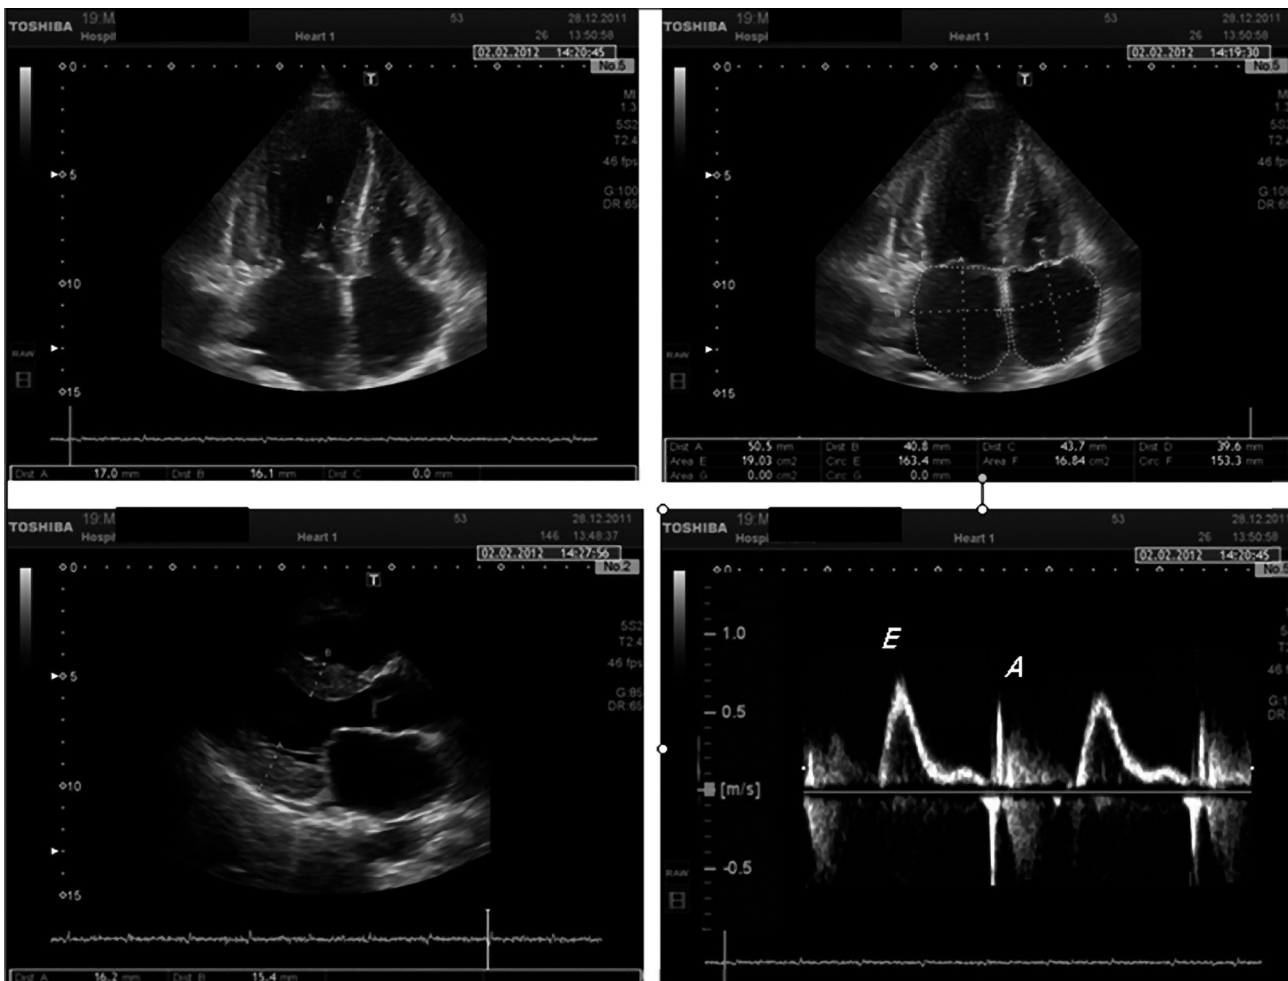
Эхокардиограмма больной М., 2012 г. Гипертрофия стенок левого желудочка и рестриктивный тип диастолической дисфункции – характерные признаки первичного AL-амилоидоза.
